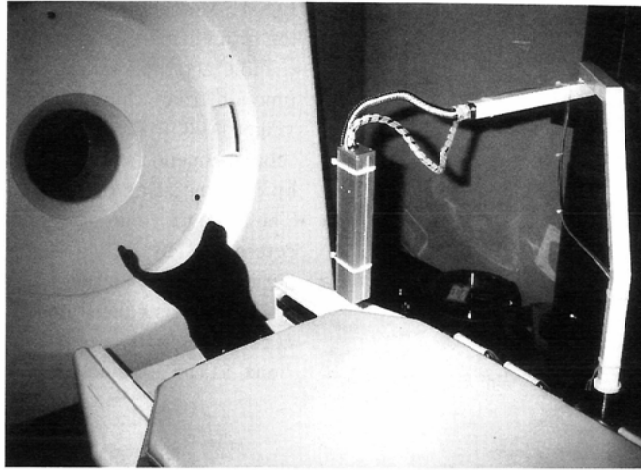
SPECT scanner (SET-050) with scintillation probe
